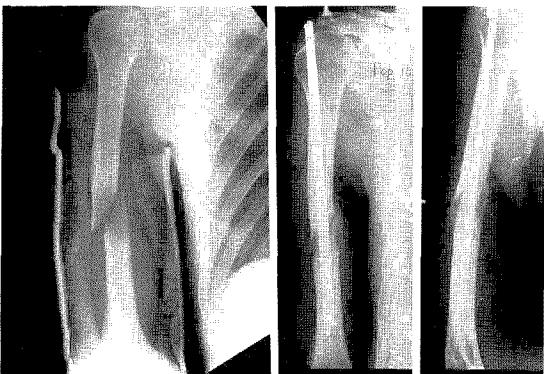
Case 1. The left roentgenogram shows pathologic humerus shaft fracture. The central and right show its postoperative follow-up, 3 months and 10 months, respectively.
